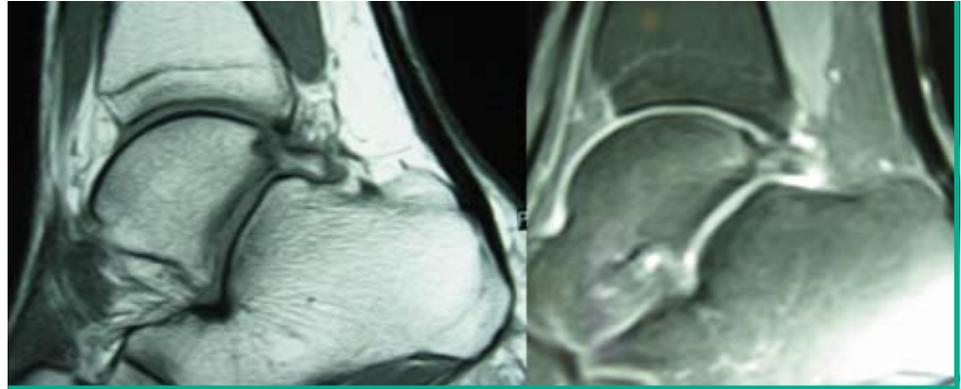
Os trigonum im MRI (links); Ödem im Bereich des Os trigonum (rechts).
